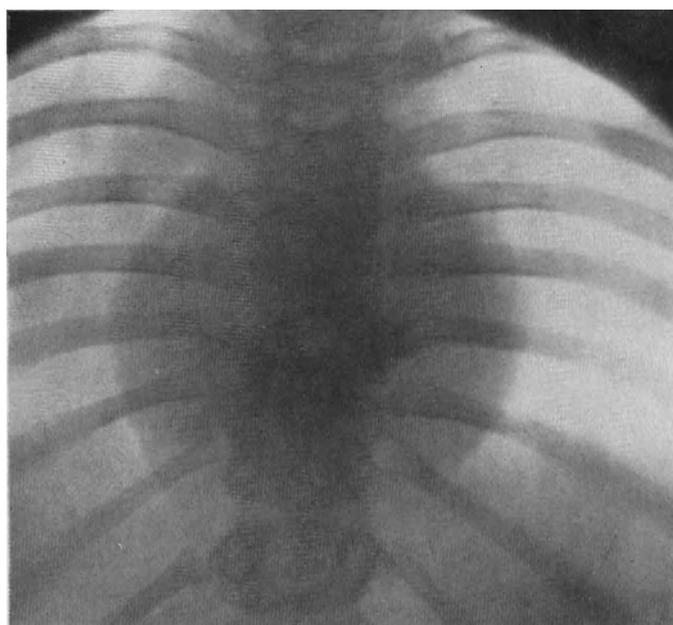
Röntgenbild zu Abb. 13. (Vgl. Abb. 14.)
